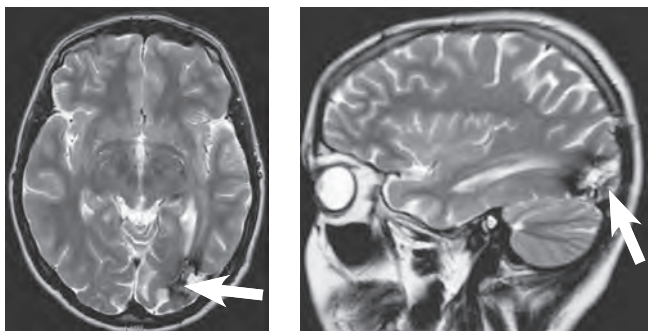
МРТ головного мозку хворої Л. через 8 місяців після топектомії
